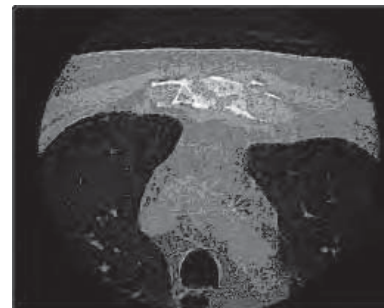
/2.- TAC de tórax. Traumatismo con severa contusión anterior del tórax. Fractura esternal.
